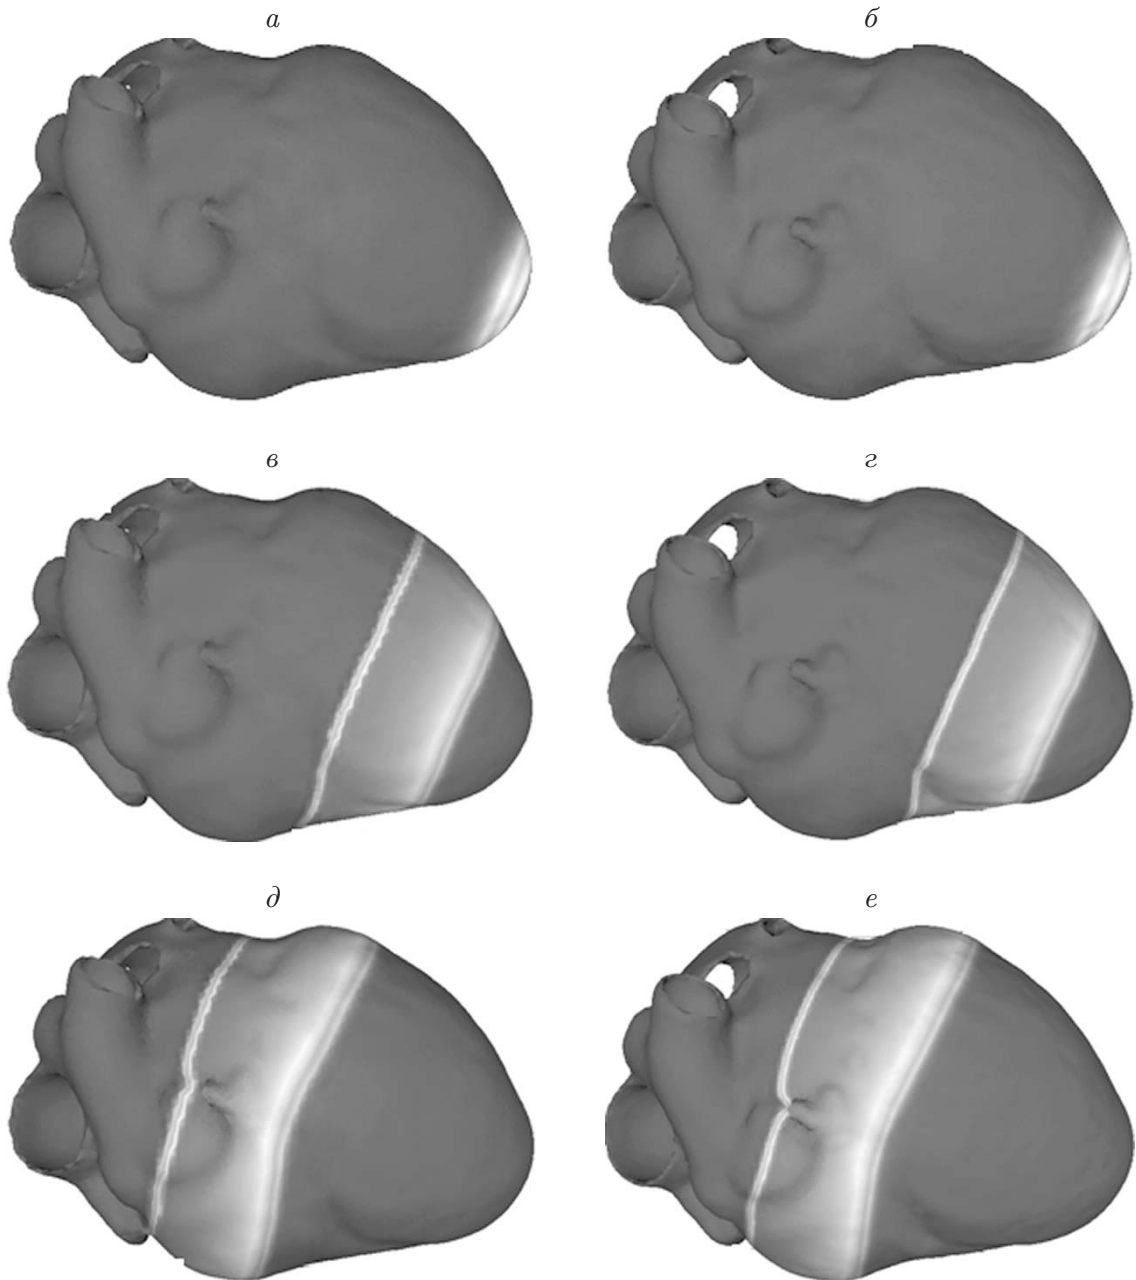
Распространение фронта волны возбуждения на МРТ-образе сердца:
